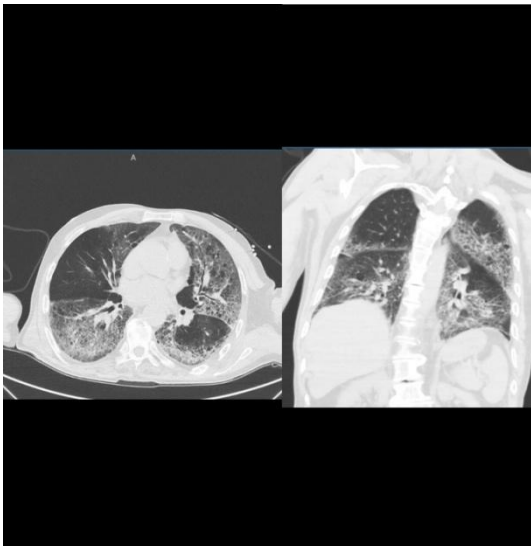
Chest CT images of a 86-year-old man from mortality group showed emphysematous lung, honeycomb changes and bilateral multifocal ground-glass opacities (GGOs) in the lung. Total severity score is 13.
